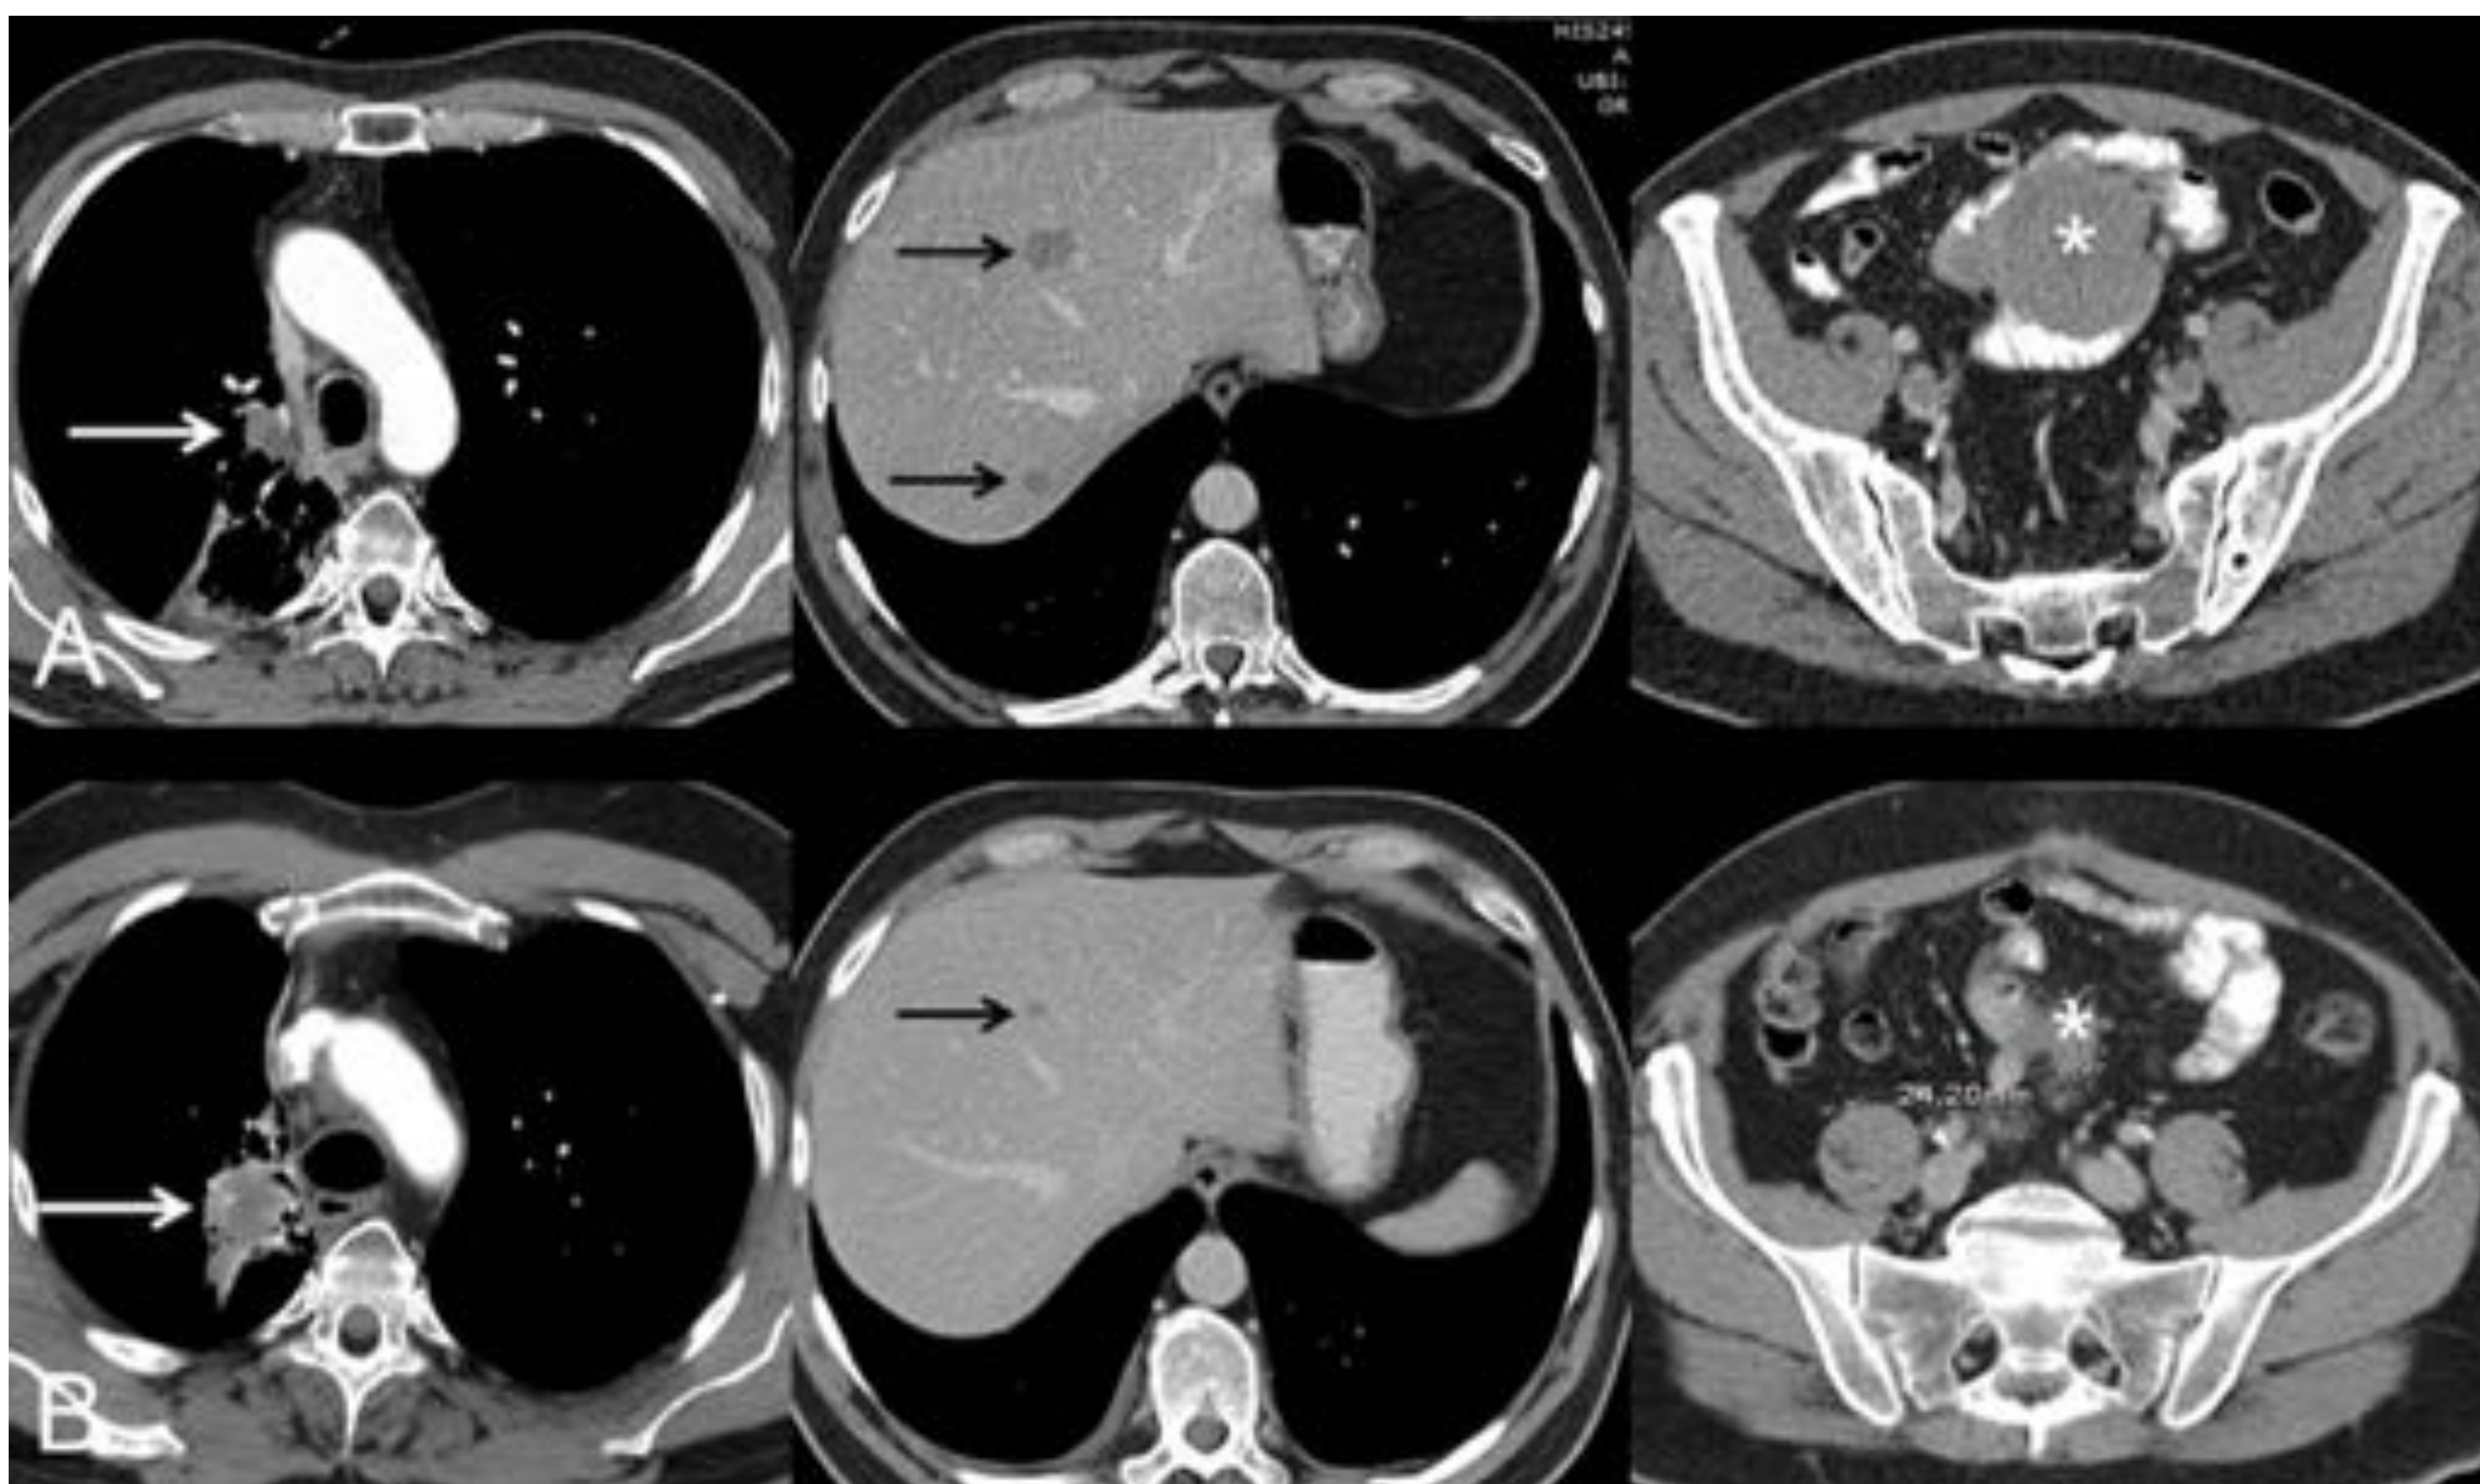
Ejemplo de respuesta disociada/paradójica: Paciente de 57 años con CP en progresión que inicia tratamiento de segunda línea con IT (pembrolizumab); la fila superior (A) corresponde a la TC basal (pre-IT) mientras que la fila inferior (B) corresponde a la TC obtenida a las 8 semanas del inicio del tratamiento. (A) Imágenes basales (pre-IT) de TC de tórax, abdomen y pelvis (de izquierda a derecha, respectivamente) en las que se observa el tumor pulmonar primario (flecha blanca), metástasis hepáticas (flechas negras) y una masa mesentérica (asterisco). (B) Imágenes de TC a las 8 semanas del inicio de tratamiento de tórax, abdomen y pelvis (de izquierda a derecha, respectivamente) en las que se aprecia una respuesta discordante de las lesiones tumorales: progresión pulmonar (flecha blanca) pero respuesta favorable de las metástasis hepáticas (flecha negra) y mesentérica (asterisco). Dado el buen estado general del paciente, se decidió resecar la lesión pulmonar, lográndose una respuesta completa del paciente en estudios radiológicos posteriores
